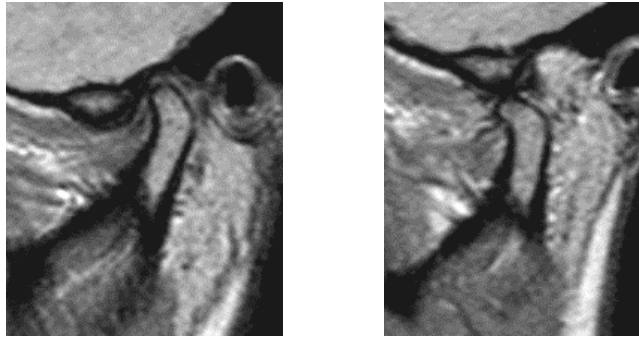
МРТ-срезы ВНЧС в кососагиттальной плоскости:
